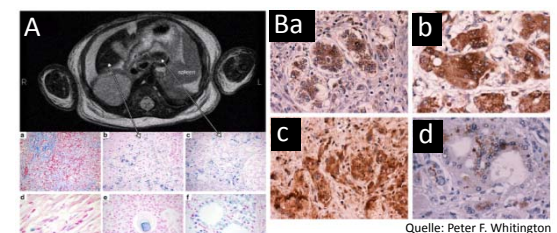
A. T2-Wichtung eines Abdomen-MRT: In Leber und im Pankreas kommt es zu einer Signalabschwächung als Ausdruck der Eisenüberladung. Mit der Perl's Prussian blue Färbung zeigt sich die Eisenüberladung in verschiedenen Organen. a+b Leber, c Pankreas, d Myokard, e Schilddrüse, f Thymus. B. Immunhistochemische Färbung des C5b-9 Komplexes in der Leberbiopsie. a Hepatozyten in einer Pseudoacinus-Formation, b Bizarr geformte mehrkernige Hepatozyten. c Komplette destruierte Hepatozyten. d Vakuolisierte mehrkernige Riesenzellhepatozyt.
